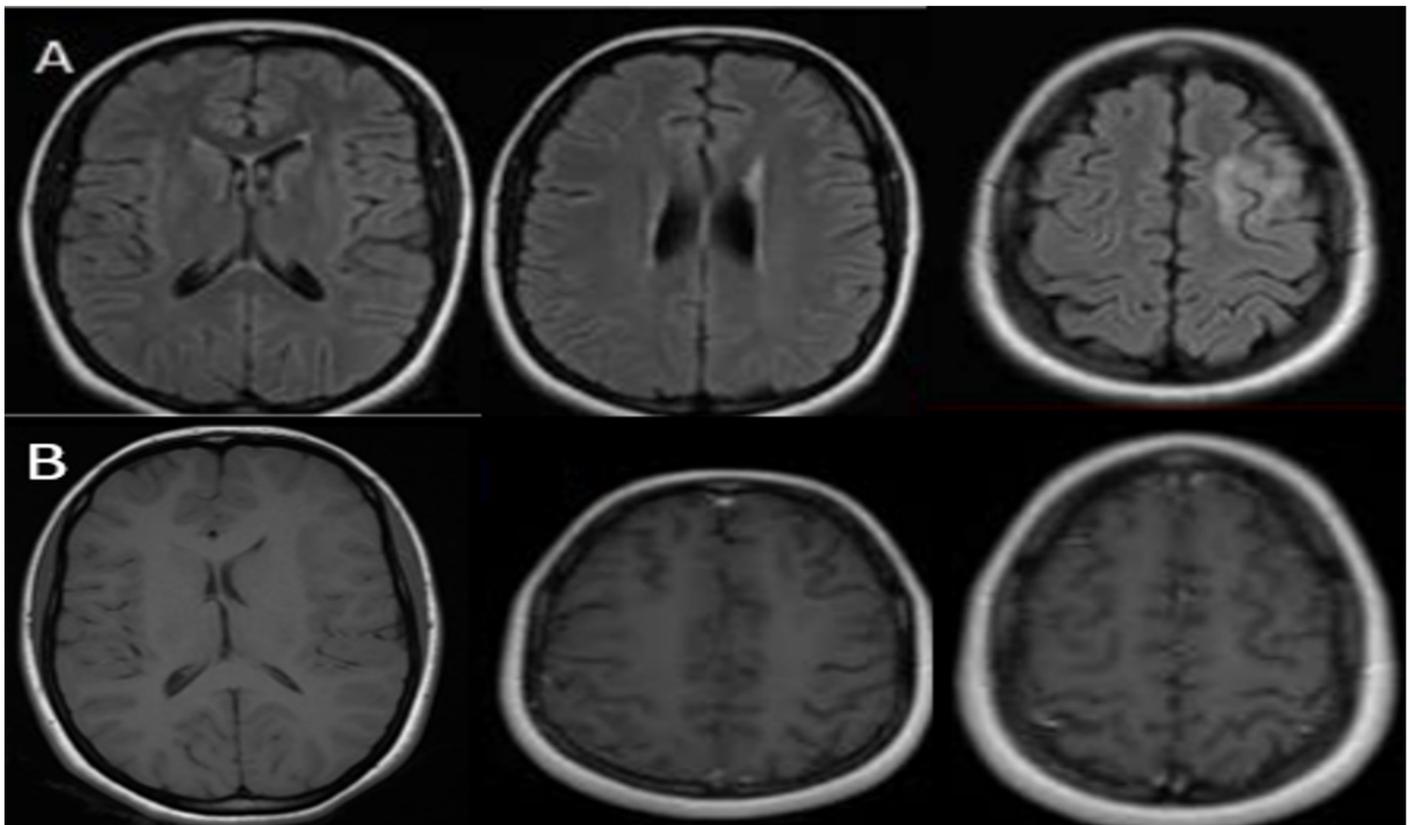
IRM cérébrale du contrôle (à 6 mois) : coupe axiale Flair (A), T1 injectée (B): nette régression des lésions, sans prise de contraste.
